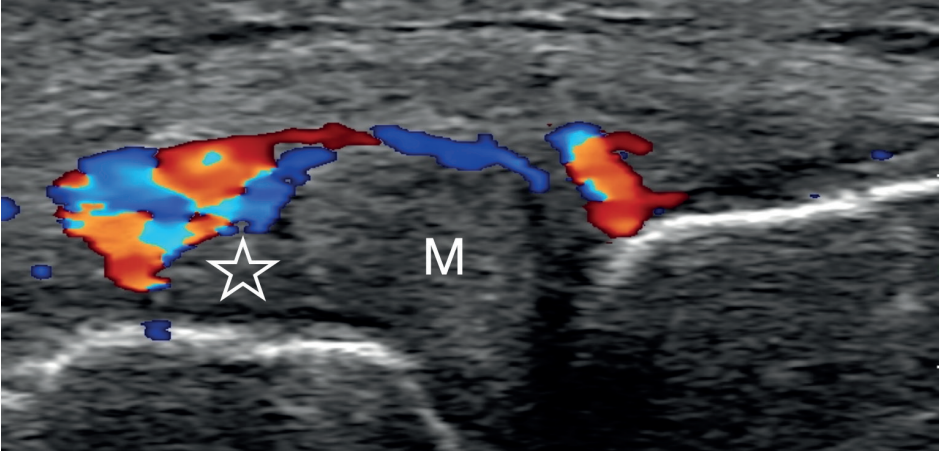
Coupe longitudinale échographique montrant une importante hypervascularisation au Doppler couleur en périphérie du mur méniscal, à proximité du fragment méniscal déplacé (étoile blanche).
